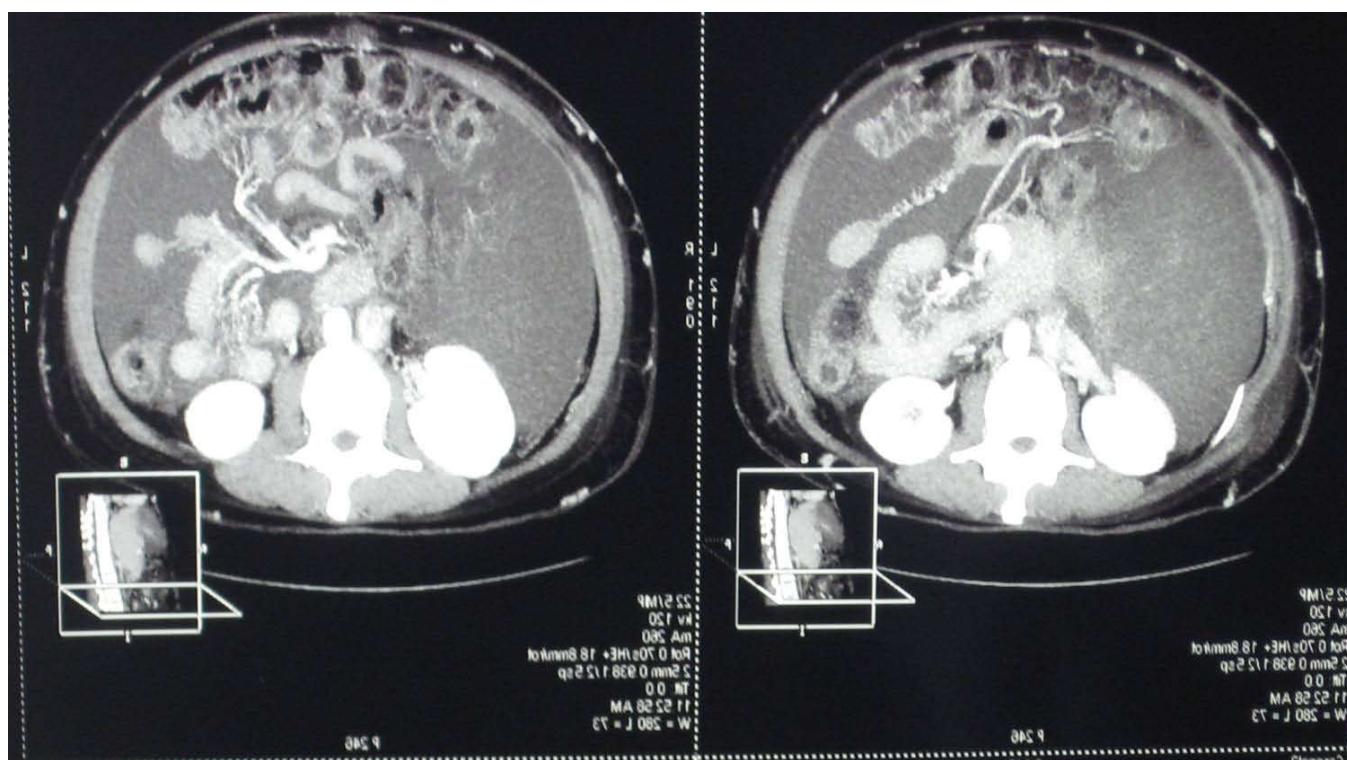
Результаты мультиспиральной КТ. Отсутствие контрастирования печеночных вен в венозную фазу.
